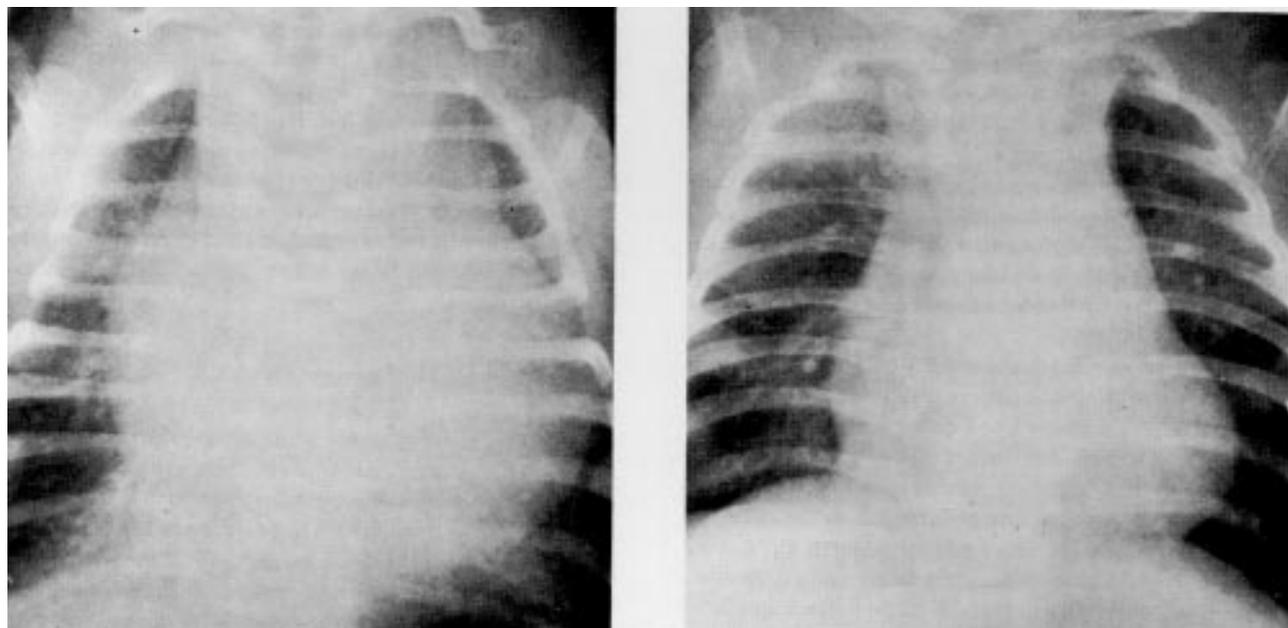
Radiografias do tórax do caso 3. Em A, cardiomegalia acentuada. Em B, melhora após cardioversão
